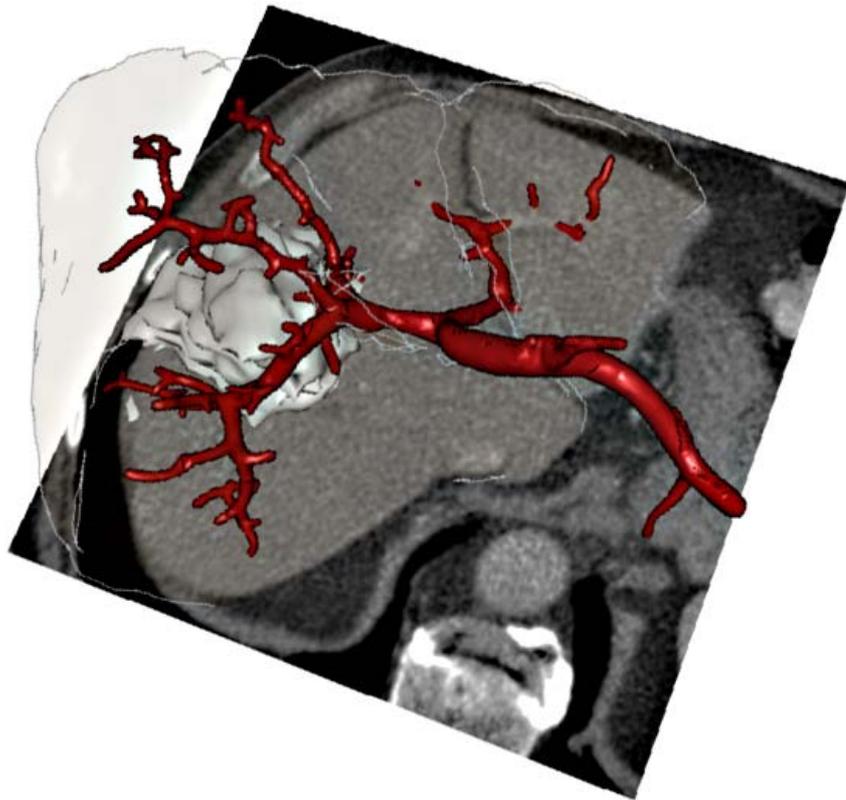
Kombination von zweidimensionalen CT-Schichtbildern und 3D-basierten Visualisierungen.
